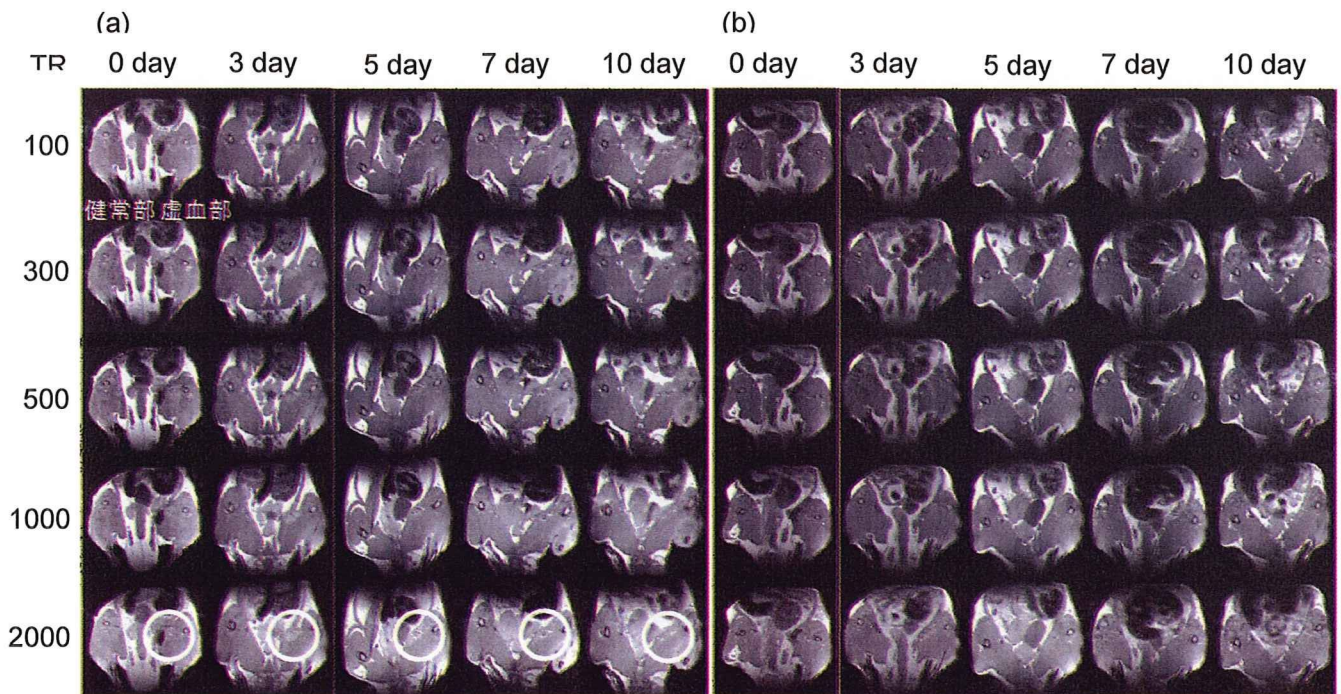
造影剤を導入したラット間葉系幹細胞をラット下肢虚血モデルに細胞移植した後の MRI 撮像。ラット F344(14 weeks) 下肢虚血モデルに対し、 $3 \times 10^7$  個のラベル化細胞 + ボルヒール 100  $\mu$ l を混合し、移植した。撮像は 2D-スピンエコー、スライス厚 1 mm で行った。(a) 細胞移植ラット (b) コントロール(ボルヒールのみ)
